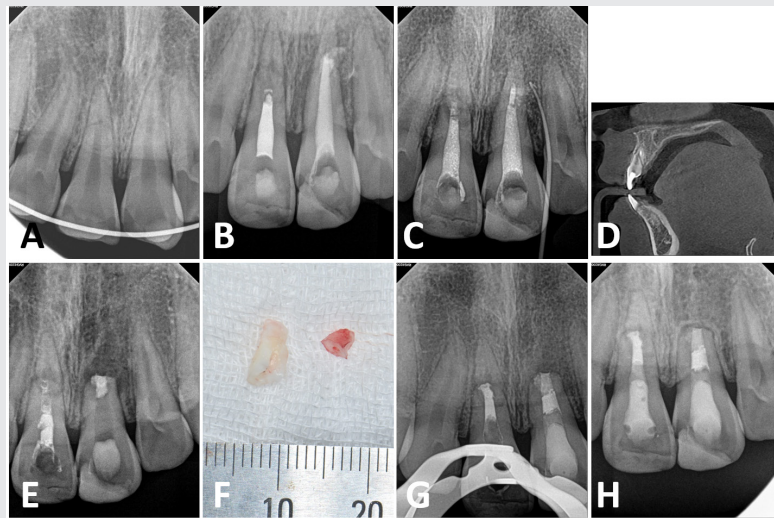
외상 후 초진시 촬영한 구내방사선 사진(A); 본원 소아치과에서 근관치료 마무리된 구내방사선 사진(B); 본원 소아치과에서 근관치료 마무리 후 6개월 경과관찰 사진(C); Sinus tracing을 위한 구내 방사선 사진에서 GP cone이 #21의 근단부 파절편 주위로 향하는 것이 관찰된다(C); 재근관치료 및 치근 파절 부위 양상 평가 위해 CBCT를 촬영한 모습. CBCT에서 #21 치아의 비스듬(oblique)한 치근파절이 관찰된다(D); #21 근단부 파절편 제거를 동반한 Apicoectomy를 시행하였다(E); 제거된 근단부 파절편(F); 후속 근관치료가 마무리된 구내 방사선 사진(G); 1년 2개월 추적관찰시 촬영된 구내방사선 사진(H).
